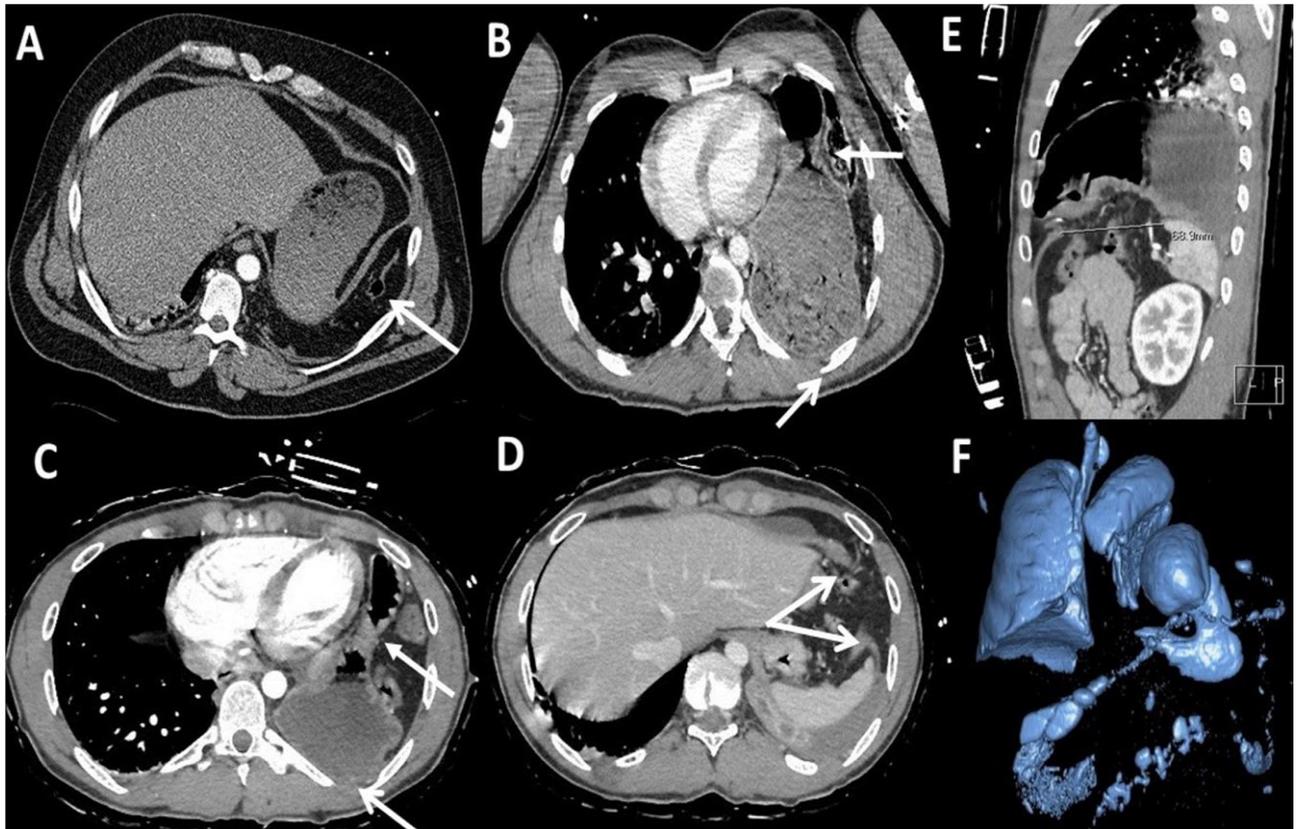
TDM préopératoires des RDPT (83)
